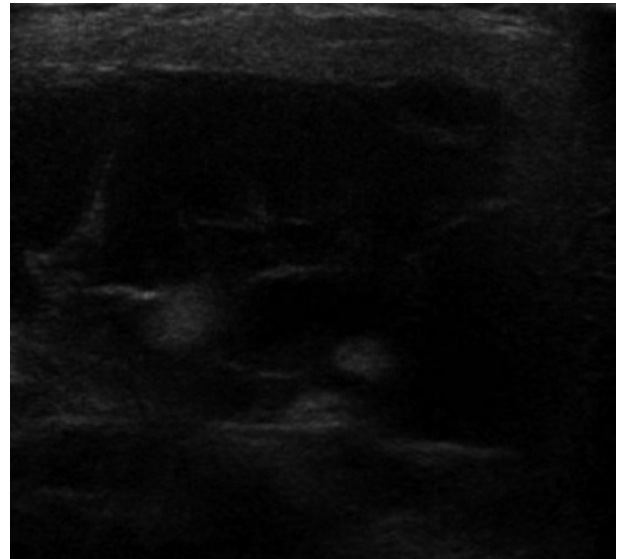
Neck sonography shows multi-lobulated cystic mass with an internal solid portion.
